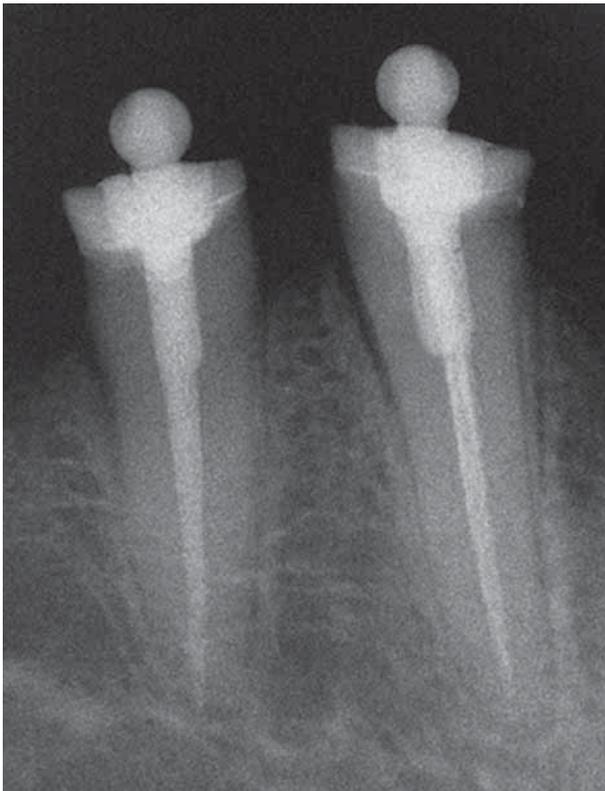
Radiographie de contrôle.
